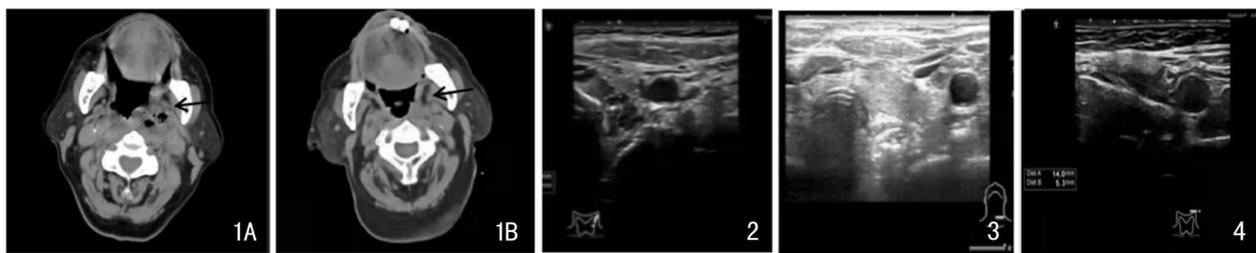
手术前后 CT 检查 1A:CT 平扫 + 增强(箭头示左颌下腺受累); 1B:CT 平扫(箭头示左侧咽旁积气) 图 2 术前甲状腺及颈部淋巴结超声检查 图 3 术后 11 d 甲状腺及颈部淋巴结超声检查 图 4 术后 20 d 甲状腺及颈部淋巴结超声检查
